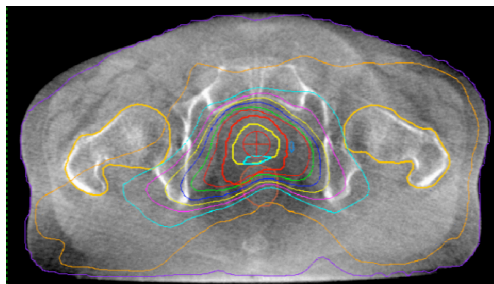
治療中に撮影された CBCT 上での線量分布
